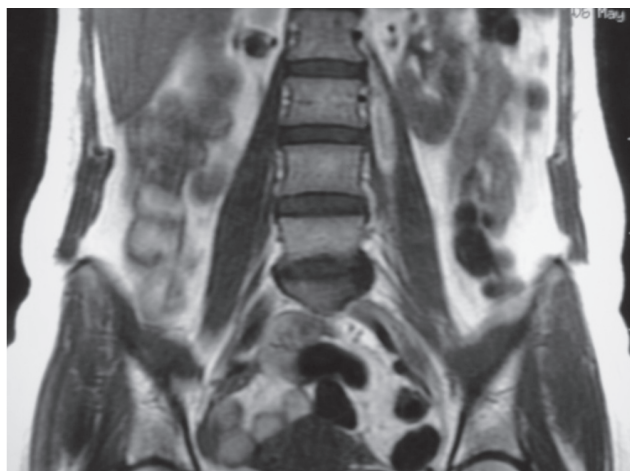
Ressonância nuclear magnética mostra coleção líquida no aspecto superior do psoas esquerdo
